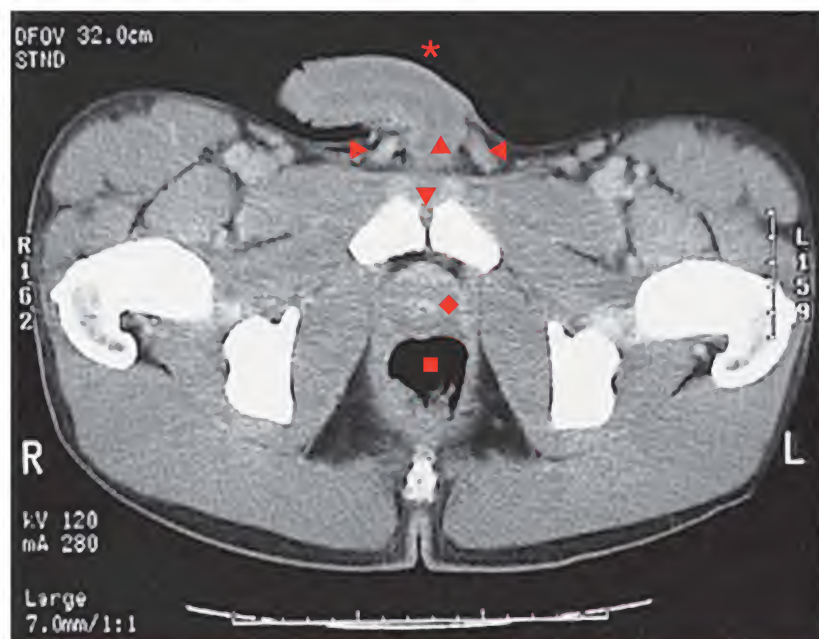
Próstata normal, tomografía computarizada
